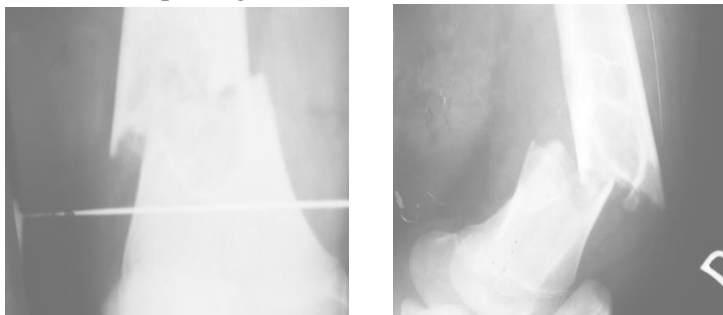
Radiografia pacientului cu fractură patologică distală de femur pe fundal de fibrom condromixoid
